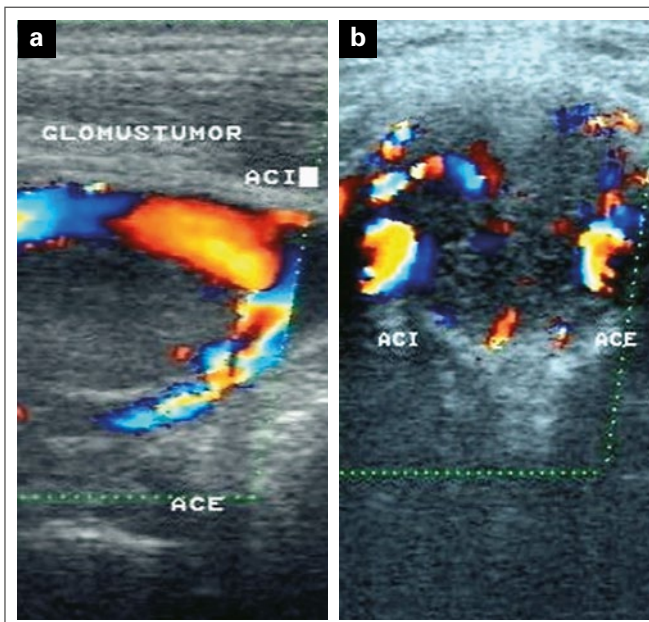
Duplexsonographie („colour-mode“). (a): Anschallung im Längsschnitt, Auftreibung der Karotisbifurkation rechts durch den *Glomus caroticum*-Tumor; (b): Darstellung der Hypervaskularisation des Tumors, Anschallung im Querschnitt.
